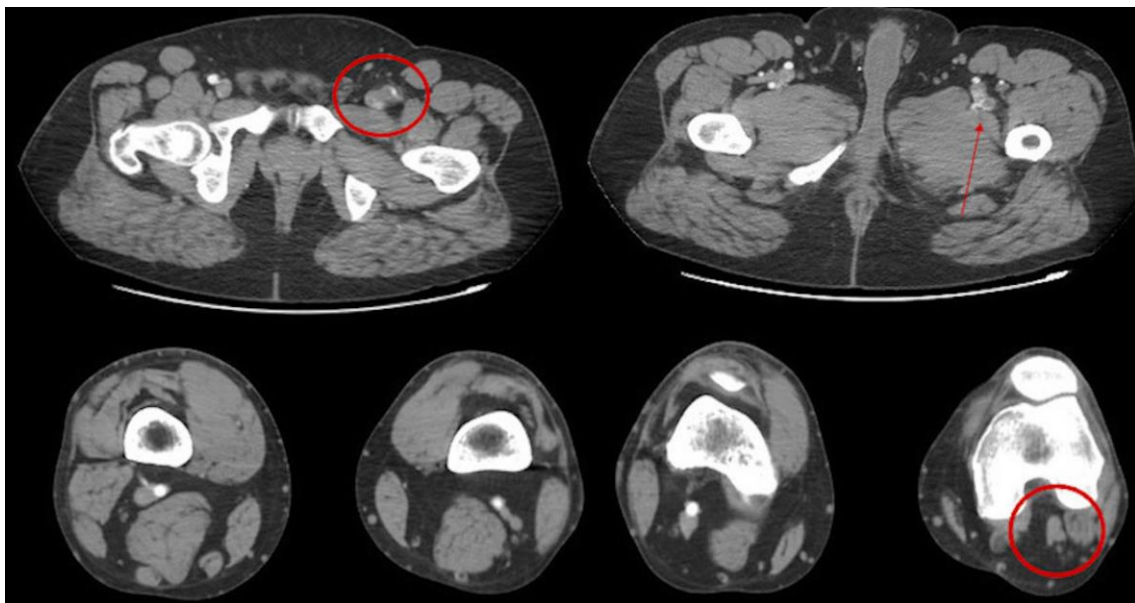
Angio-TC de miembros inferiores tras administración de CIV: Se identifica trombosis de arteria femoral común izquierda, origen de ambas arterias femorales profundas (el paciente presenta dos, como variante anatómica) y origen de arteria femoral superficial, con recanalización posterior. Oclusión de arteria poplítea en segunda porción, así como tres vasos distales.
